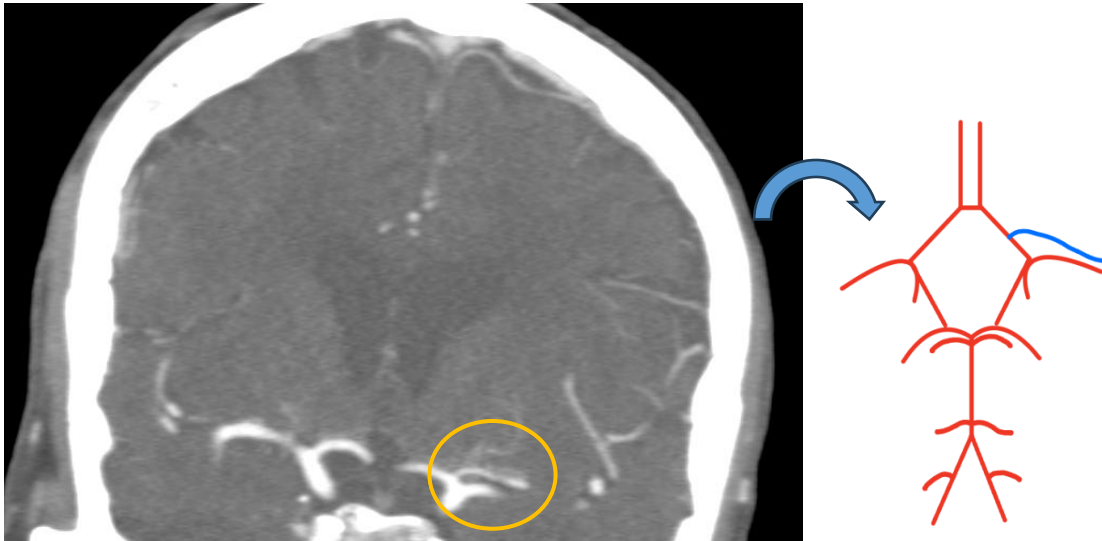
(Angio-TC): Se identifica una arteria cerebral media accesoria (círculo) izquierda que se origina del segmento A1 de la arteria cerebral anterior y discurre paralela a la ACM principal.
